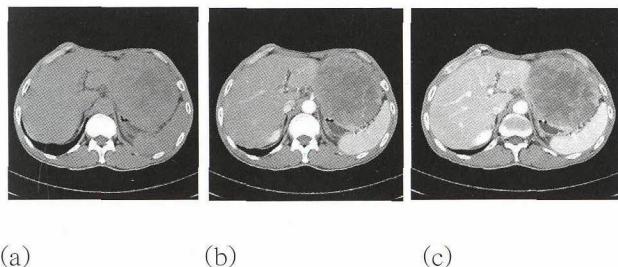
A 62-year-old male with hepatoblastoma. (a) Preenhanced CT scan shows a large low-density mass occupying the left lateral hepatic segment and extending laterally and inferiorly. The tumor is inhomogeneous with lower density areas secondary to multifocal hemorrhage and necrosis. (b) and (c) Arterial dominant(b) and portal dominant(c) phase CT scans show a large, lobulating mass with mixed attenuation. Note the enhancing septum and capsule in the mass. The stomach is compressed by the tumor.
